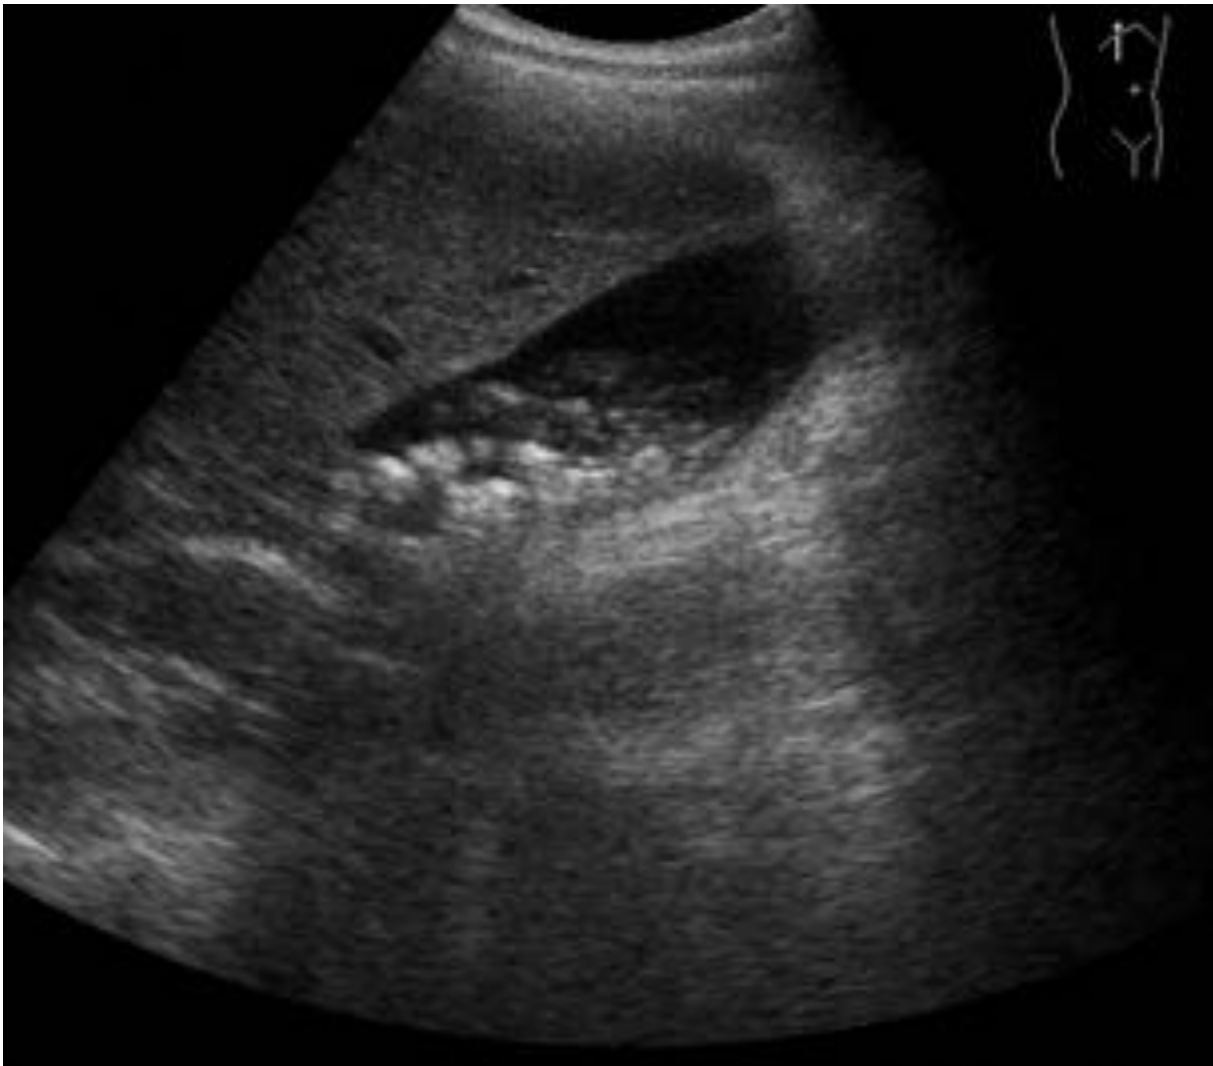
Ecografía de abdomen de una paciente con AF en la que podemos ver presencia de múltiples litiasis y barro biliar en vesícula biliar.
